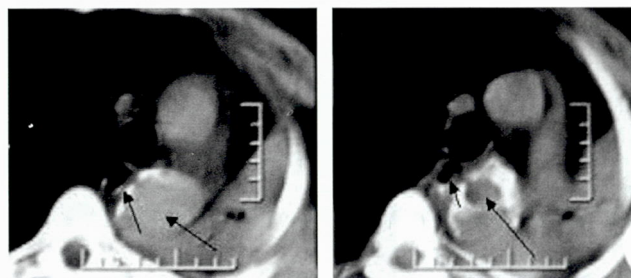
Больной П., 48 лет. КТ – мягкотканое окно. Аневризма аорты сдавливает пищевод
